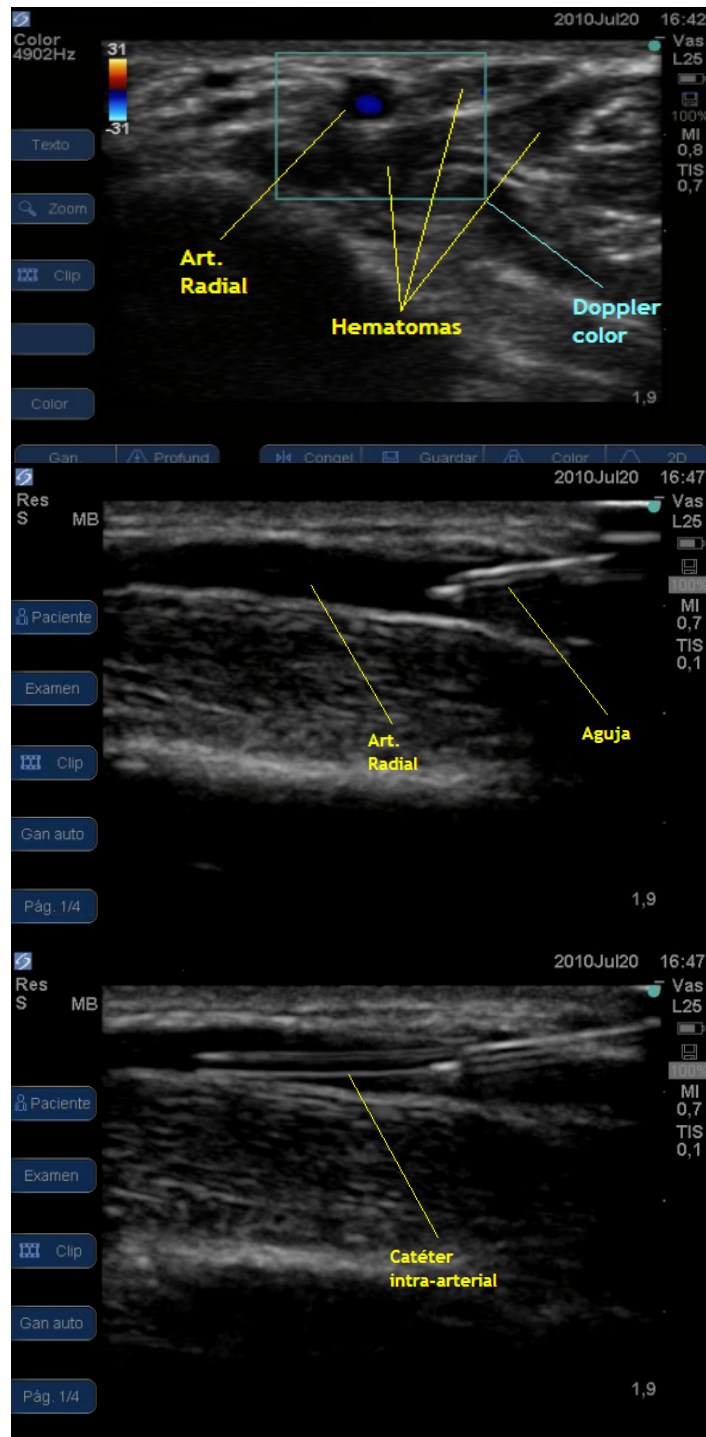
Imágenes ultrasonográficas
